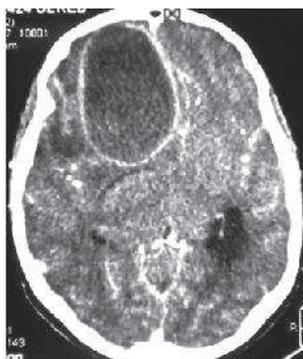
TDM cérébrale avec injection, coupe axiale : Volumineux abcès frontal chez un patient de 15 ans.
